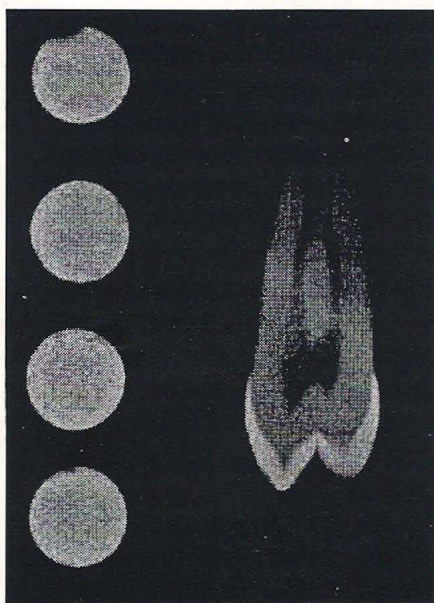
(a) Radiografia do dente e dos discos de resina composta.
